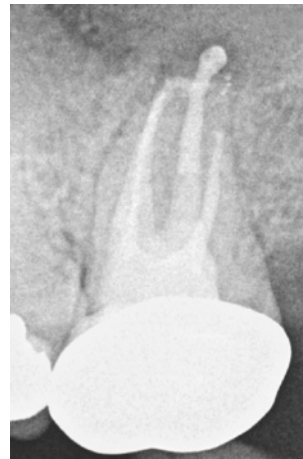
Auf der 6 Monate post operationem erstellten Röntgenkontrollaufnahme ist eine Verkleinerung der Aufhellung von PAI 5 auf PAI 3 bei klinischer Beschwerdefreiheit nachweisbar
